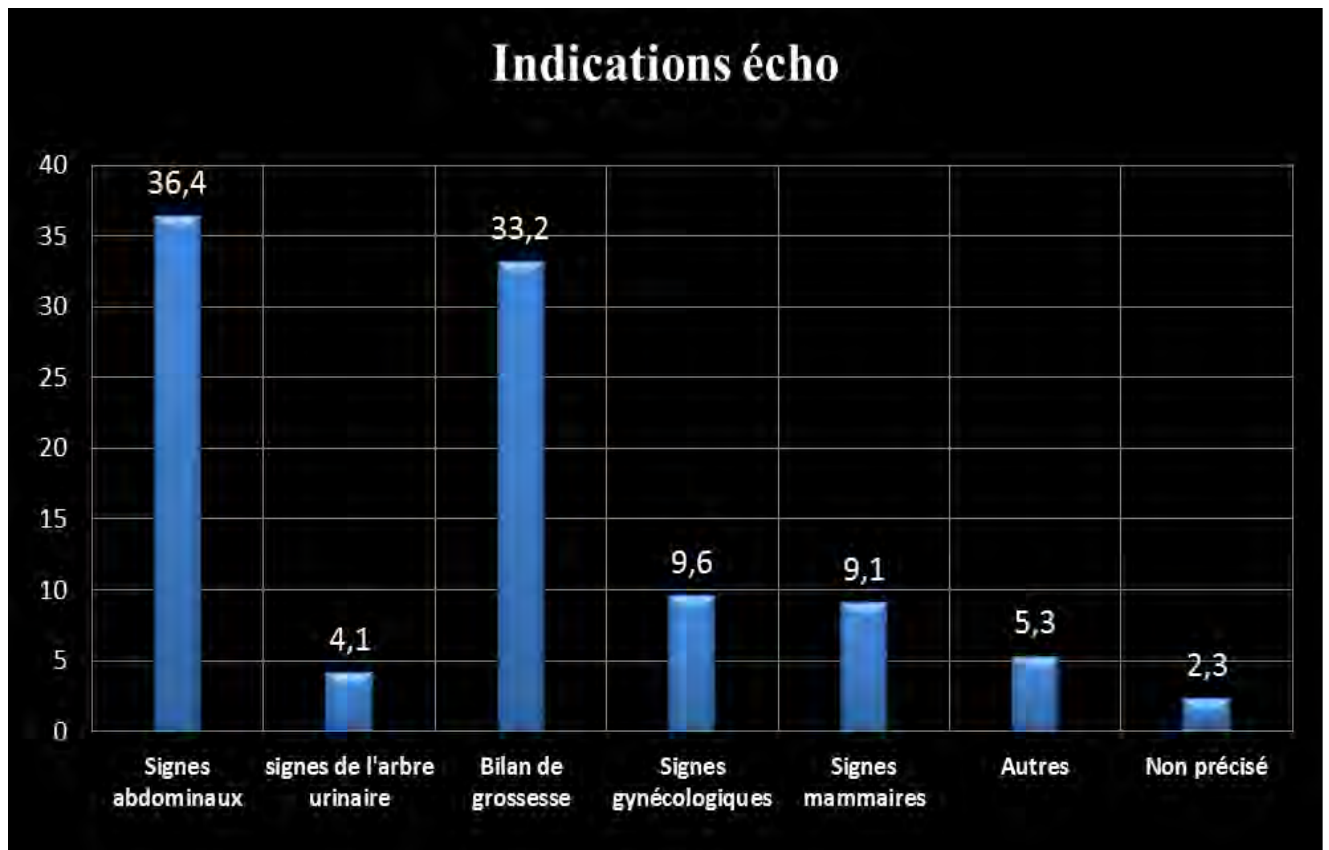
Répartition des échographies selon les indications
